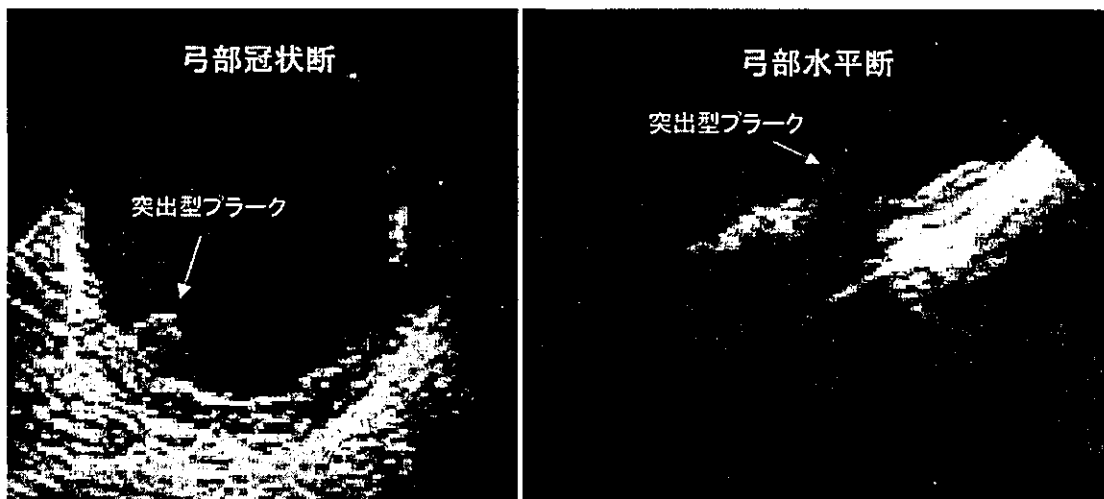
経食道心エコーによる大動脈弓部突出型プラーク
